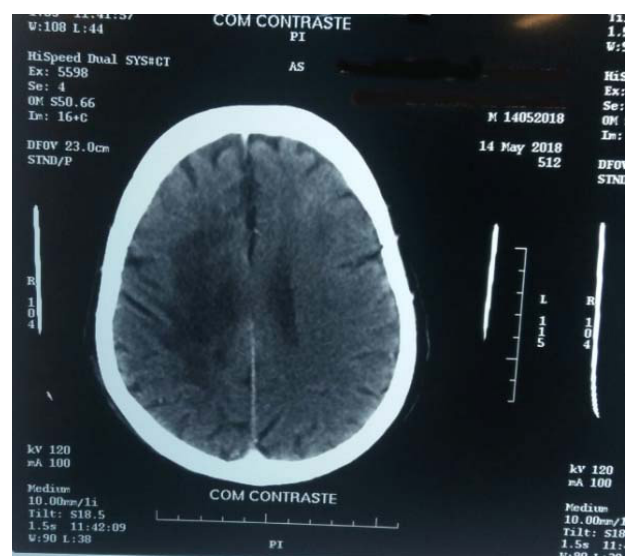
Tomografia computadorizada de crânio com contraste evidenciando área de hipodensidade cerebral à direita
